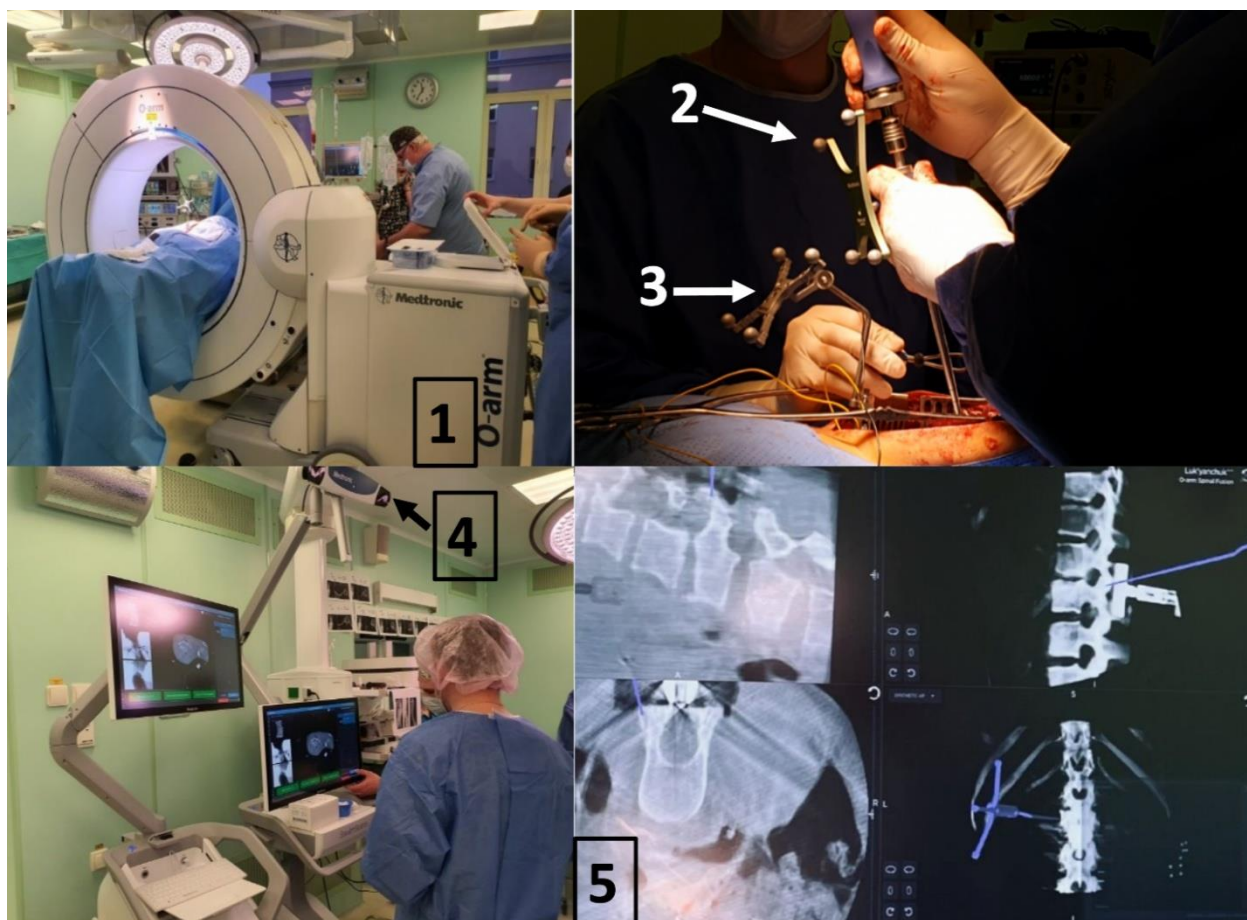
КТ-навигация. 1- Мобильный КТ-томограф, совмещённый с навигационной системой. 2 – инструмент с инфракрасными метками. 3 – референтная метка. 4- инфракрасная камера. 5 – итоговое изображение на мониторе навигационной системы, с отображением положения инструмента относительно пациента в реальном времени.
